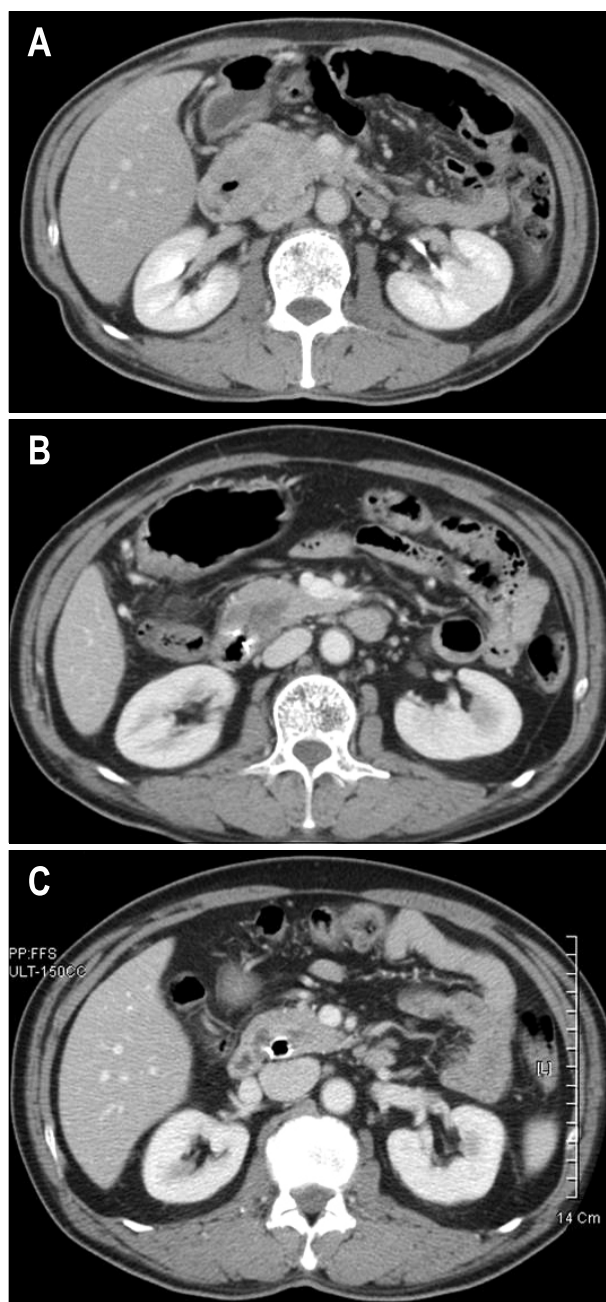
Abdominal CT scan findings. (A) Enhanced CT scan showed a 7.6×5.3 cm sized mass in the duodenal second portion invading the pancreatic head and inferior vena cava. (B) Follow-up CT scan 3 months after treatment with imatinib showed a remarkable reduction in the size of the tumor, to 4.4×3.2 cm. (C) Five months after the treatment, CT scan revealed a slightly reduction in the tumor size, to 4×2.8 cm.
